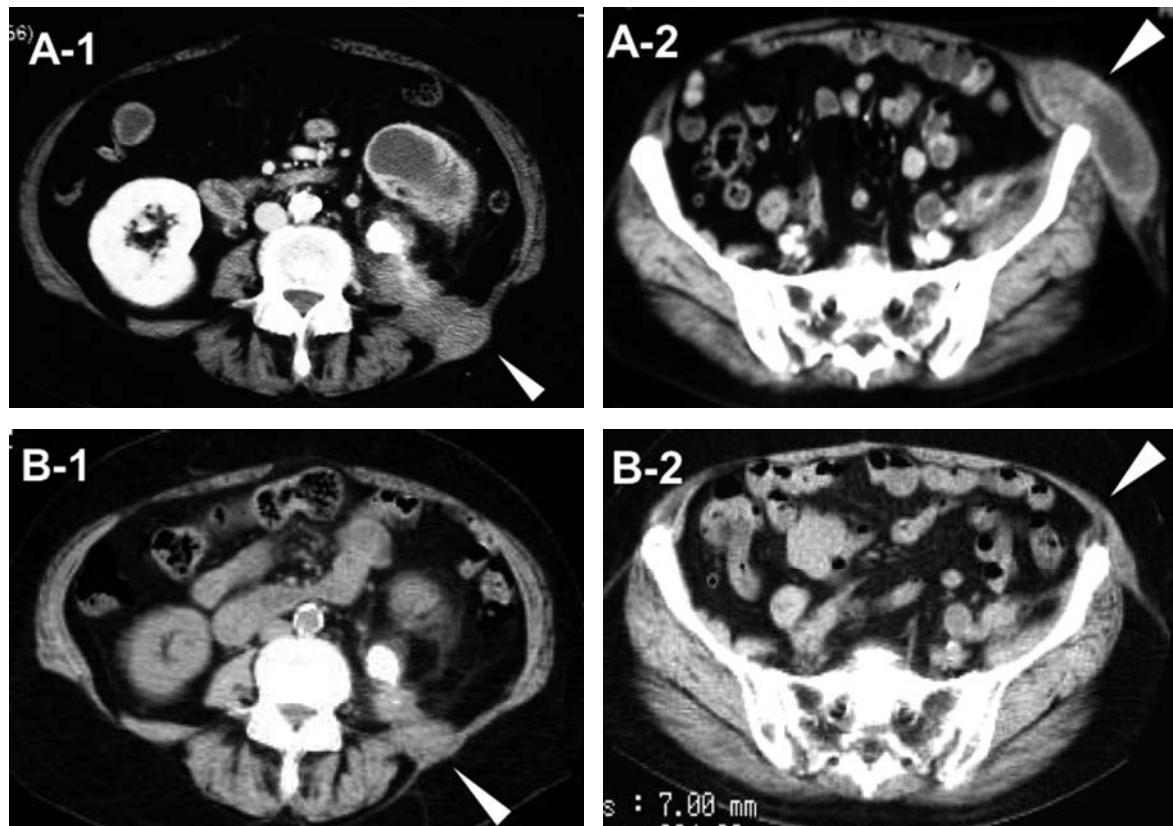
Abdominal CT scan before (A-1, A-2) and after (B-1, B-2) administration of antibiotics. The size of left flank mass and lower abdominal mass was apparently reduced with the antibiotics (arrowhead).
